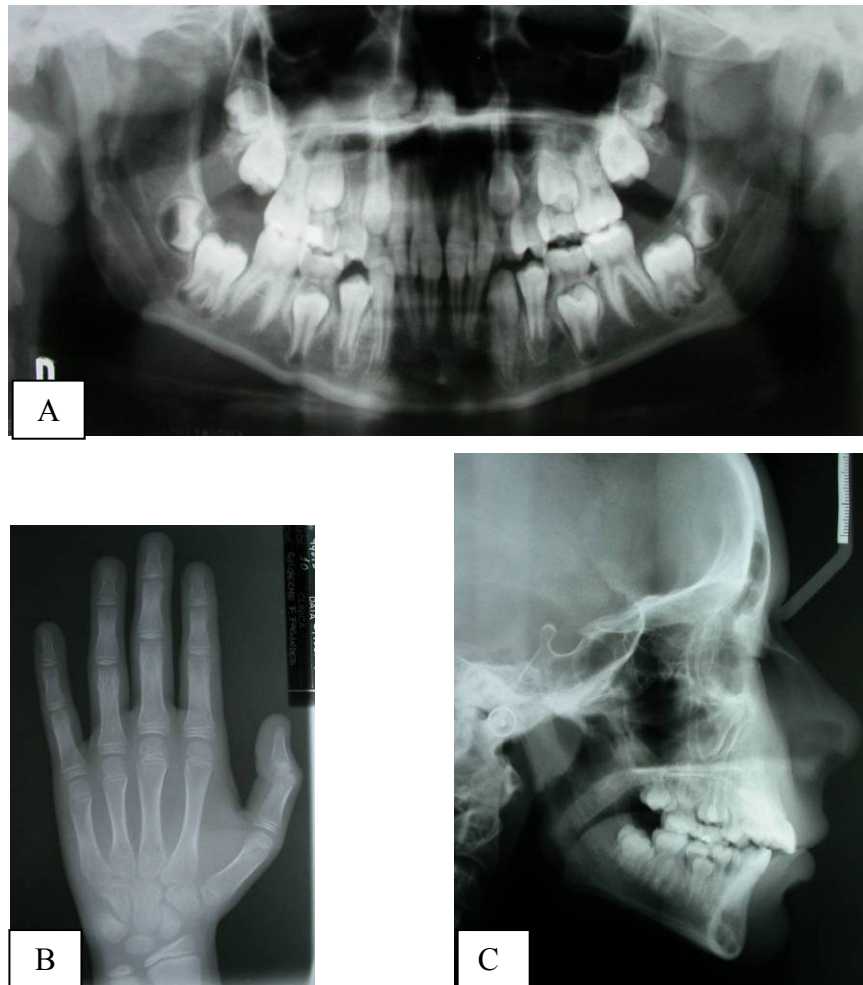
Radiografias iniciais presentes na documentação dos pacientes. Radiografia panorâmica (A), radiografia de mão e punho (B), telerradiografia de perfil (C). Fonte: Farret, 2005.
